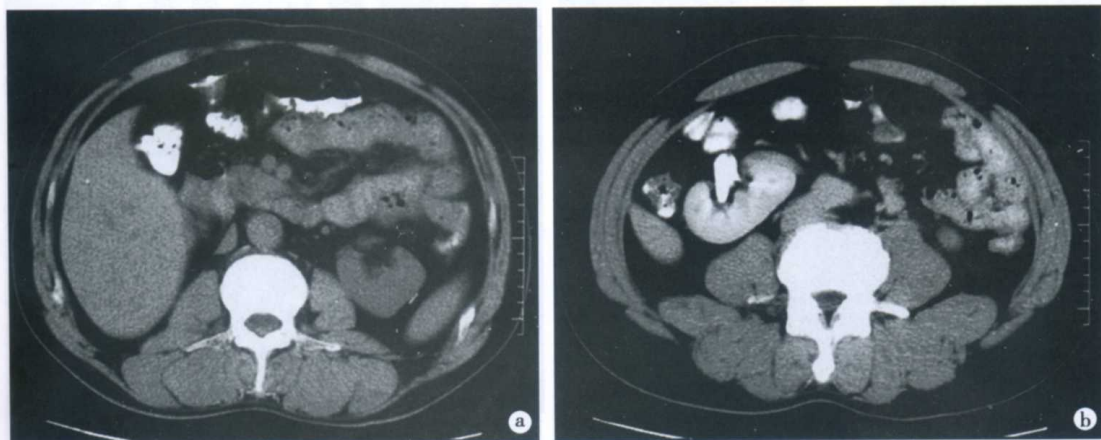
右侧低位异位肾(腹肾)CT 表现
